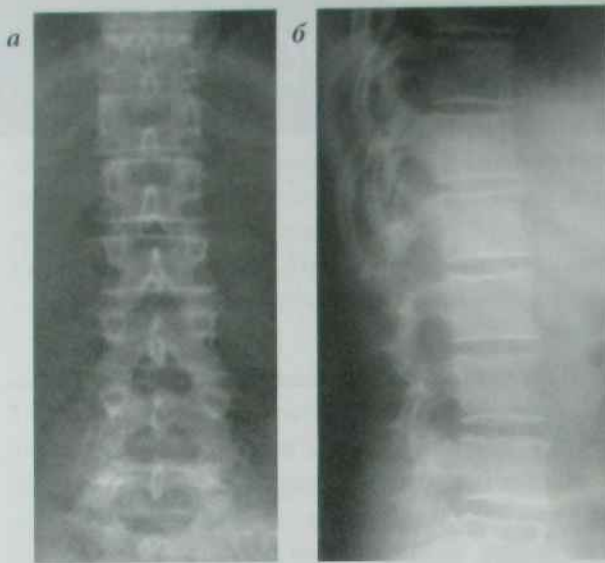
Рентгенограми хребта в прямій (а) та бічній (б) проекціях
